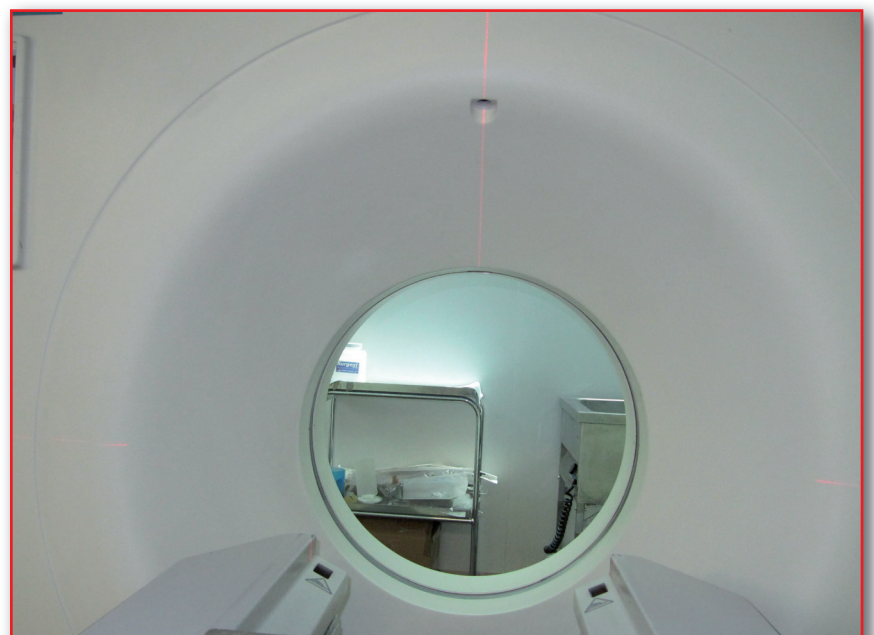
Diámetro de apertura en TC.
